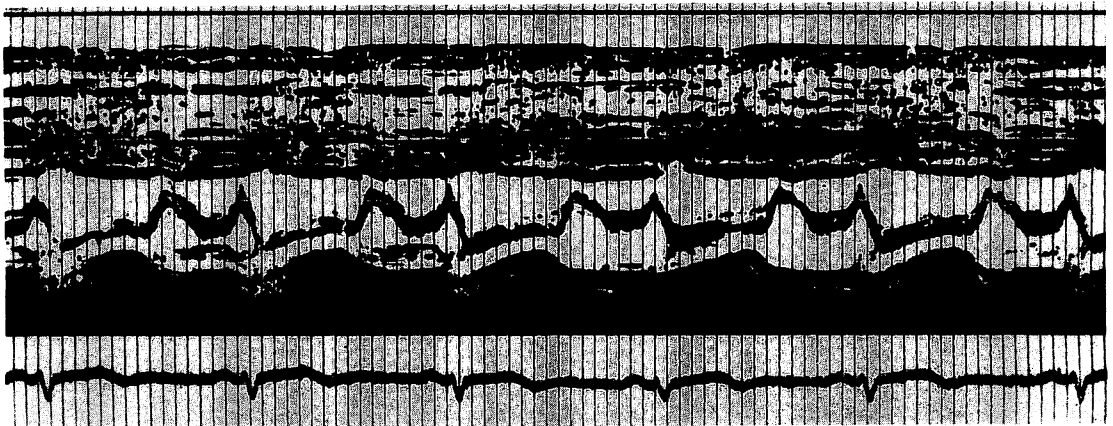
M-mode echocardiogram of a patient with anterior myocardial infarction.
